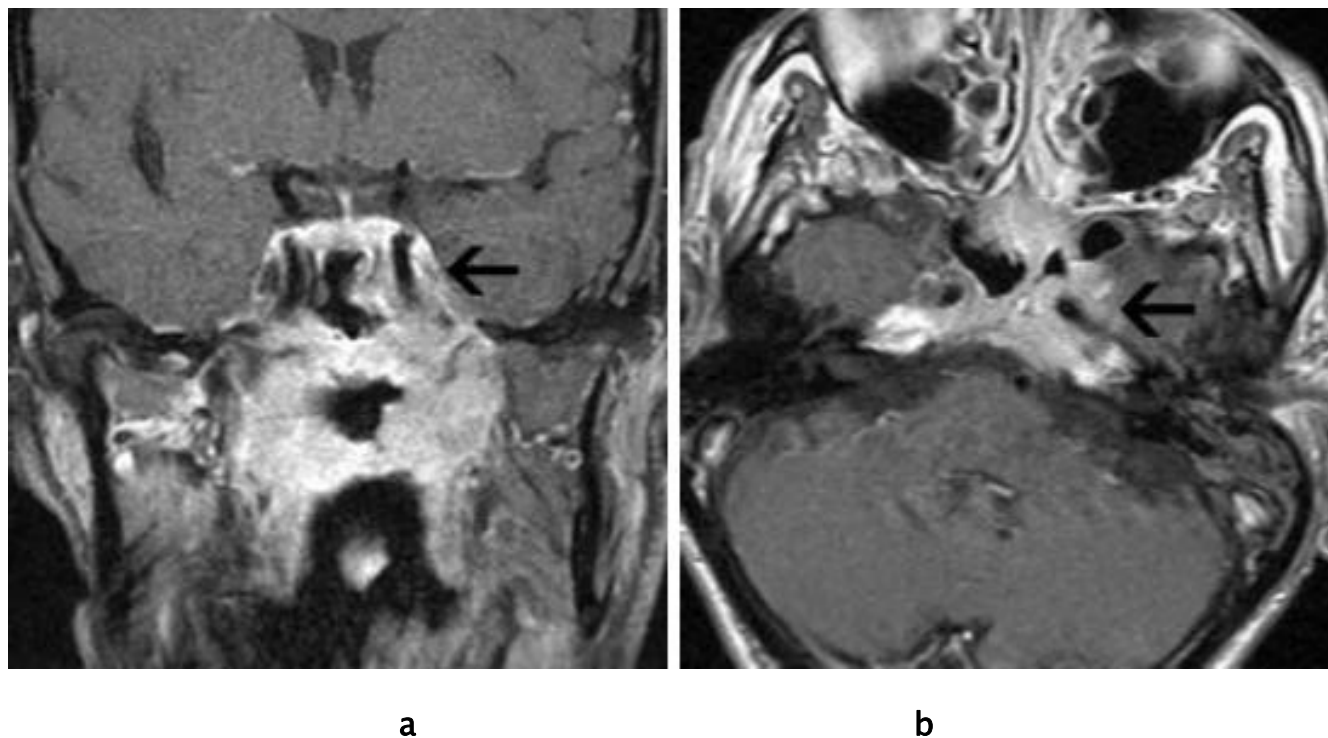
IRM objectivant une extension au sinus caverneux.(41)
